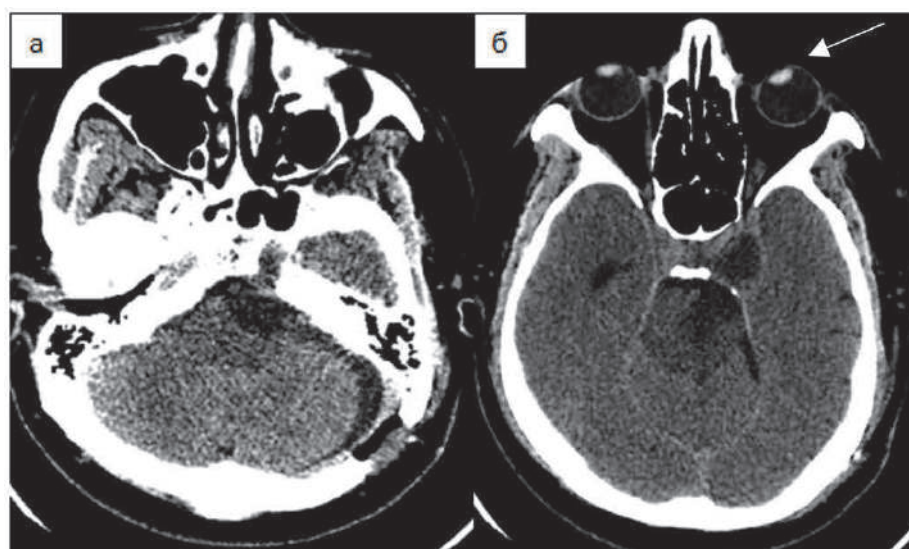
Послеоперационная компьютерная томография: а – тотально удаленный узел в задней черепной ямке; б – параселлярный узел опухоли в средней черепной ямке. Белой стрелкой указана паралитическая эзотропия
